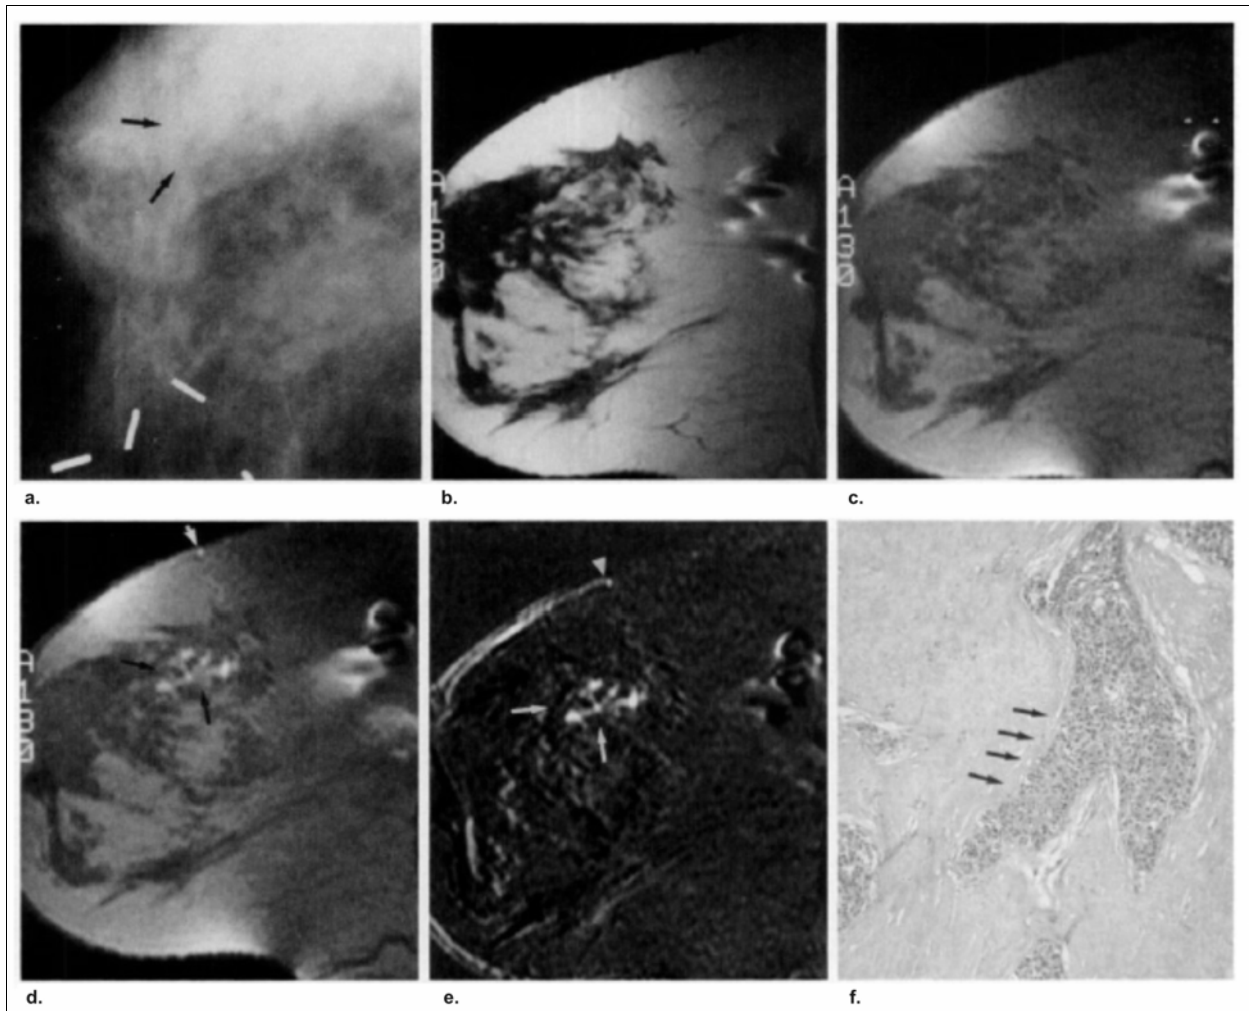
Imágenes de una mujer de 49 años de edad tratada con cirugía conservadora en la mama derecha 3 años antes con diagnóstico de carcinoma invasor. a) La mamografía de seguimiento revela un sector aislado de microcalcificaciones (flechas). b) Imágenes de RNM en plano sagital (b-e). Imagen (T1) sin sustracción grasa obtenida antes de la inyección del contraste donde se observa el tejido mamario normal. c) Estudios dinámicos obtenidos antes y d) 1 minuto y 34 segundos después de la inyección del contraste donde se muestra un realce en "forma de estrella" (flechas negras en d) y vasos subcutáneos (flecha blanca en d). e) Luego de la sustracción grasa se obtiene una mejor visualización de la imagen del realce en "forma de estrella". f) La histopatología mostró un carcinoma intraductal. Tomado de: Gilles R, Guinebretiere MD, Shapeero MD, et al. Assessment of breast recurrence with contrast-enhanced subtraction MR imaging: Preliminary results in 26 patients. *Radiology* 1993; 188: 473-8.
